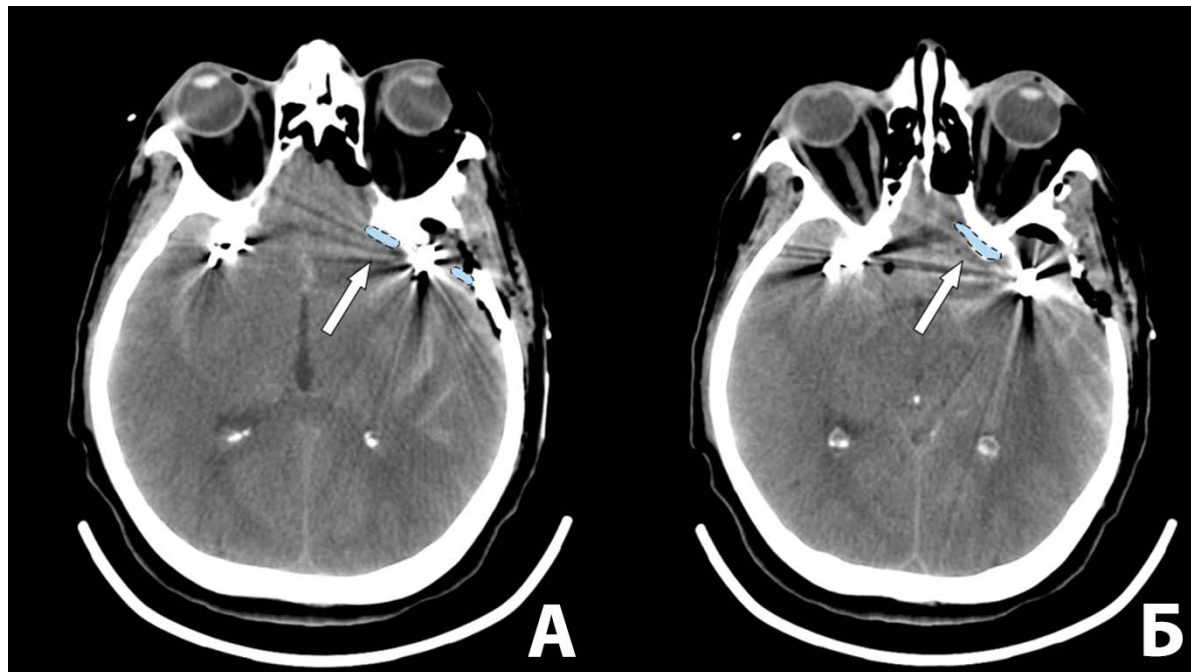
А, Б – результаты нативного КТ-исследования, выполненного пациентке на 1 сутки после операции. На фоне артефактов от клипс в области хиазмальной цистерны слева визуализируется цистернальный катетер (выделен голубым цветом с пунктирной линией, обозначен белыми стрелками). НВД на данных снимках не попал в представленные срезы. Также по результатам представленного КТ-исследования отмечаются признаки уменьшения субарахноидальных пространств и снижение дифференцировки серого и белого вещества, что свидетельствует о признаках отека головного мозга в раннем послеоперационном периоде на фоне острого САК
